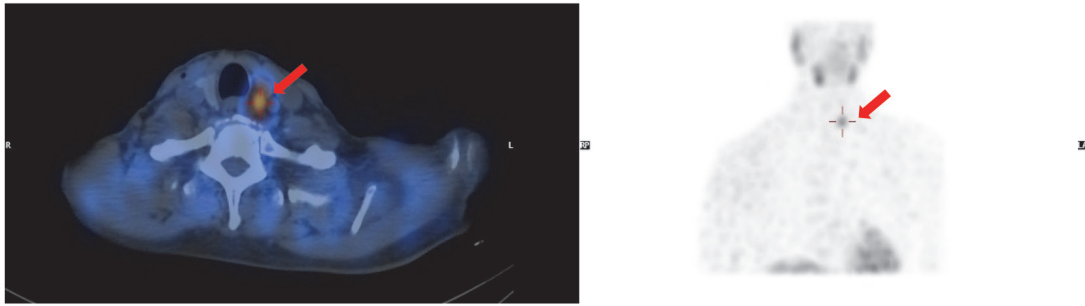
在單光子電腦斷層掃描 / 電腦斷層 (Tc-99m MIBI SPECT/CT) 影像中，發現左側副甲狀腺機能亢進而有異常吸收。
